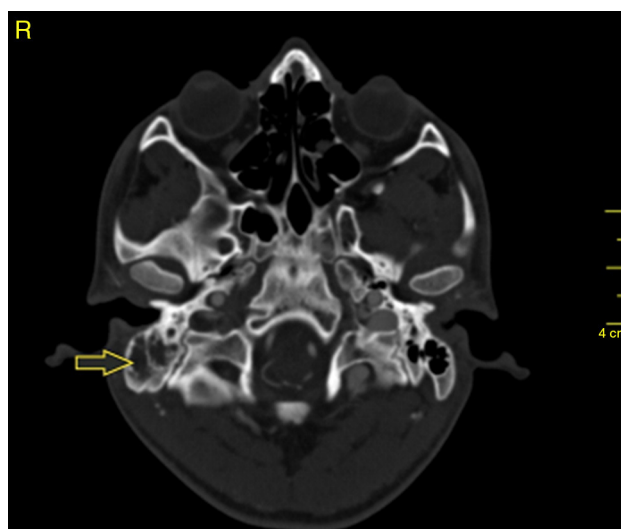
Corte axial de tomografía de cráneo con contraste en ventana ósea donde se observa ocupación de celdillas mastoideas derechas por material con densidad de tejido blando por mastoiditis.
